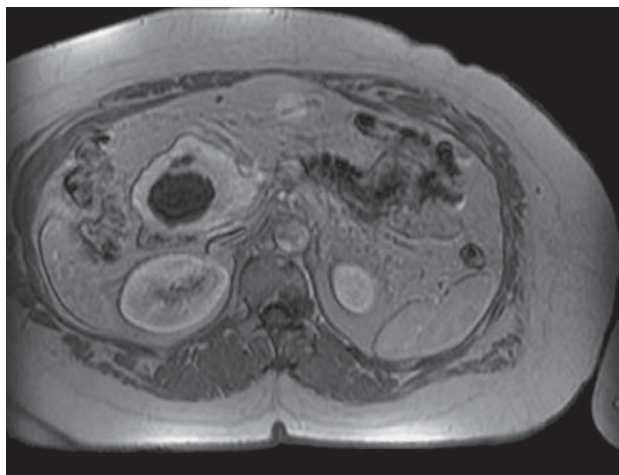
Динамическое МРТ-изображение: неомогенное контрастное усиление, отсутствие септ.
